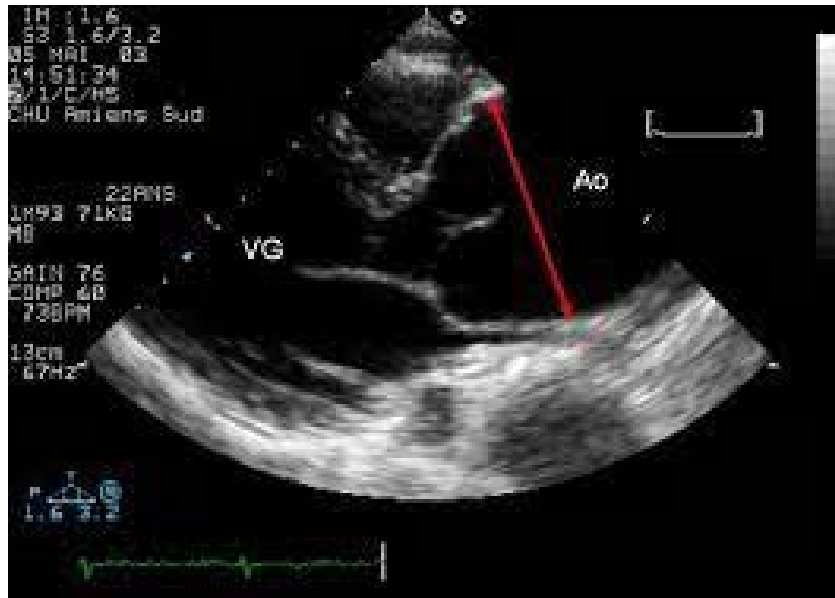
Echocardiographie Doppler transthoracique bidimensionnelle chez un patient atteint d'une maladie de Marfan avec insuffisance aortique modérée et franche dilatation de l'aorte ascendante prédominant au niveau des sinus de Valsalva (flèche rouge) ; VG : ventricule gauche ; Ao : aorte.[18]
